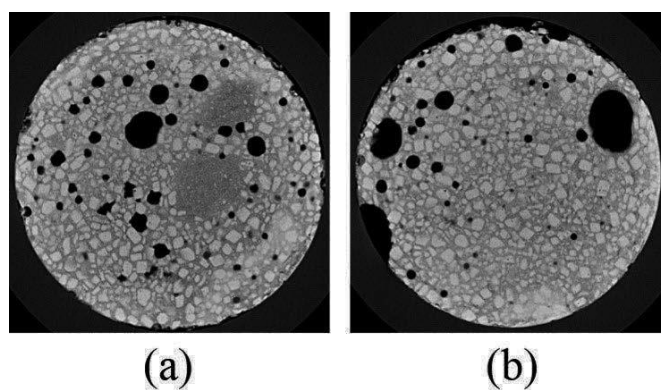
捏和時間 70 分のコンポジット推進薬の X 線 CT スキャン画像
